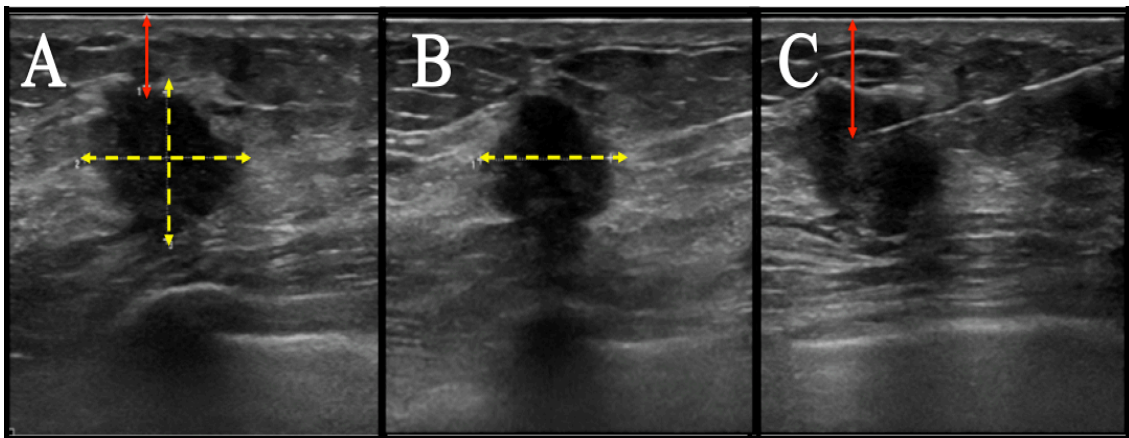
Sonographische Tumorausmessung und intratumorale Tracerapplikation; (A) Hautabstand zum ventralen Tumorrund (rot) und Querdurchmesser des Primarius (gelb); (B) Längsdurchmesser des Primarius (gelb); (C) Sonographische Tiefenmessung: kürzester Abstand zwischen Haut und intratumoraler Nadelspitze zum Zeitpunkt der Tracerapplikation
